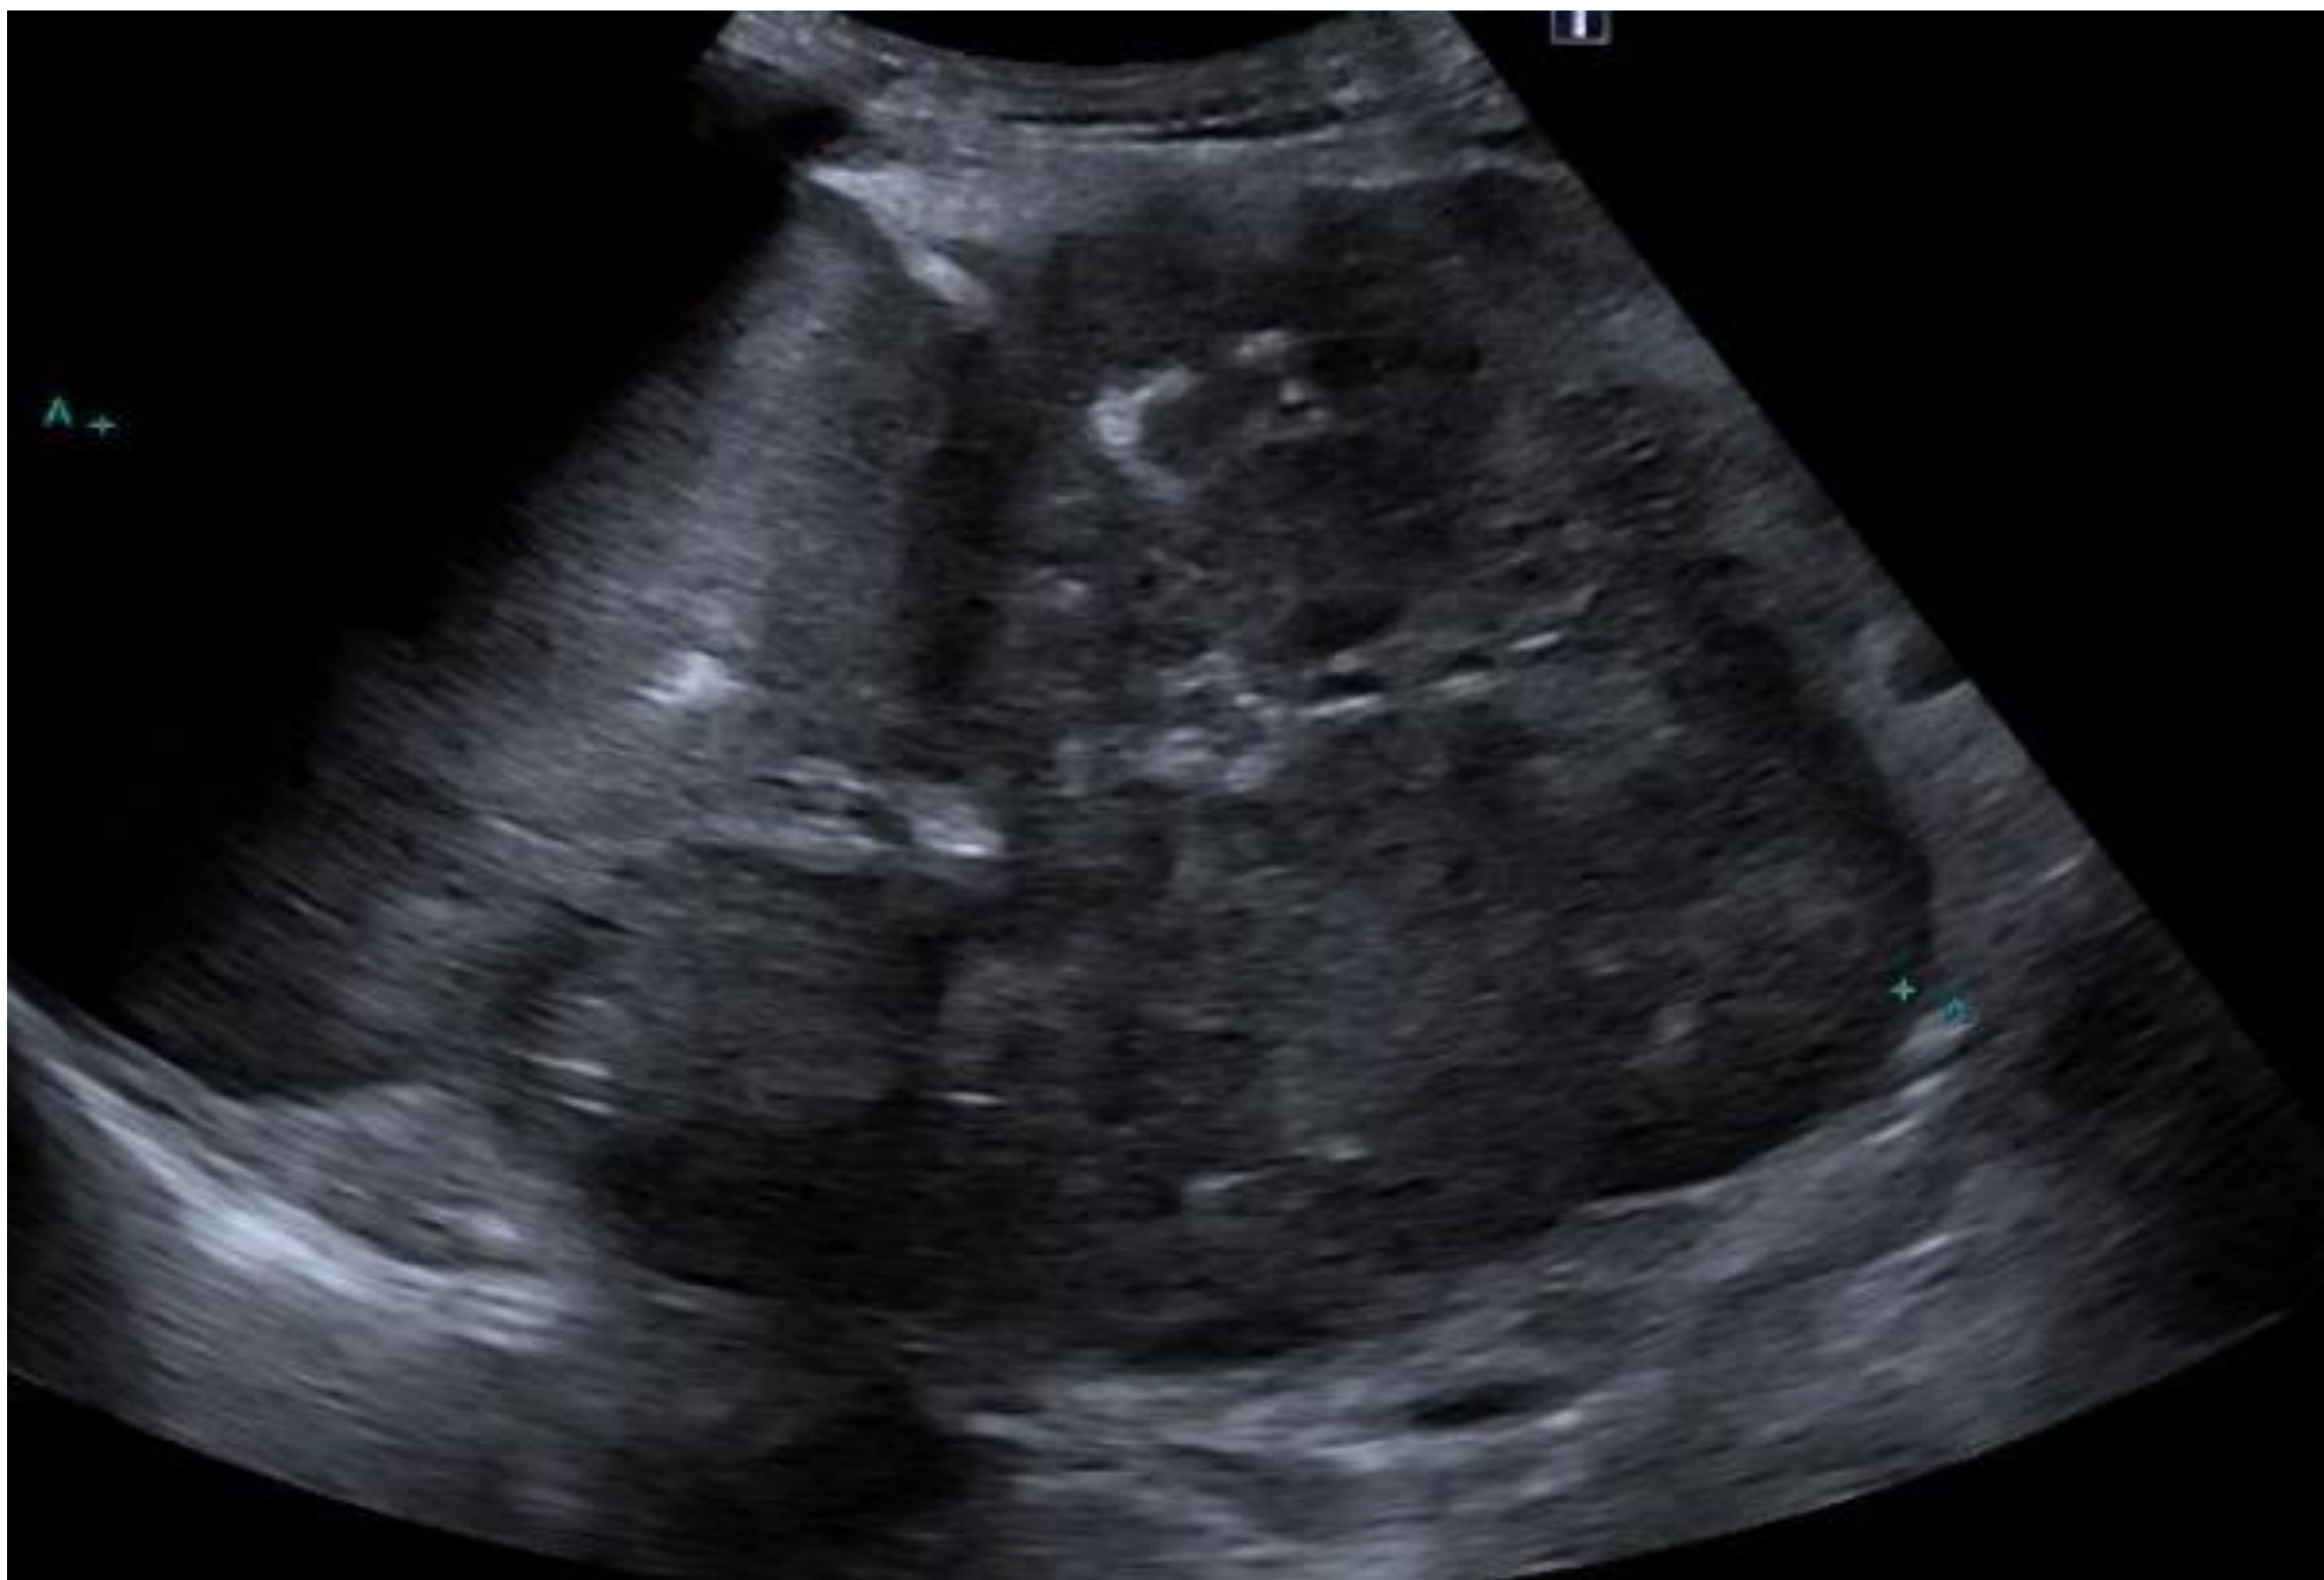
Imagen de ecografía abdominal de un paciente de 57 años con palpación de masa abdominal que condicionaba disnea, donde se visualiza una masa tumoral sólida y heterogénea de aproximadamente 18X16 cm en la topografía de la glándula suprarrenal izquierda que fue compatible histológicamente con carcinoma suprarrenal.
